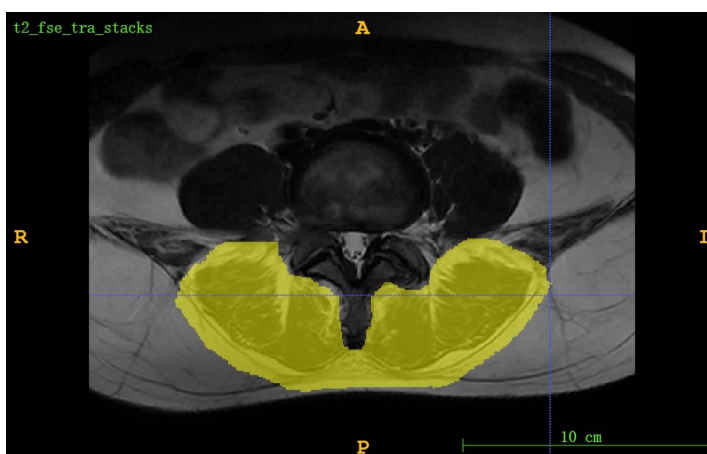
The mid-section of the L4/5 intervertebral disc was scanned using axial T2-weighted imaging technique to determine the region of interest (ROI). This region encompasses the erector spinae and multifidus muscles at the level of the intervertebral disc, as well as the portion of fat behind the muscles that includes the fascia
